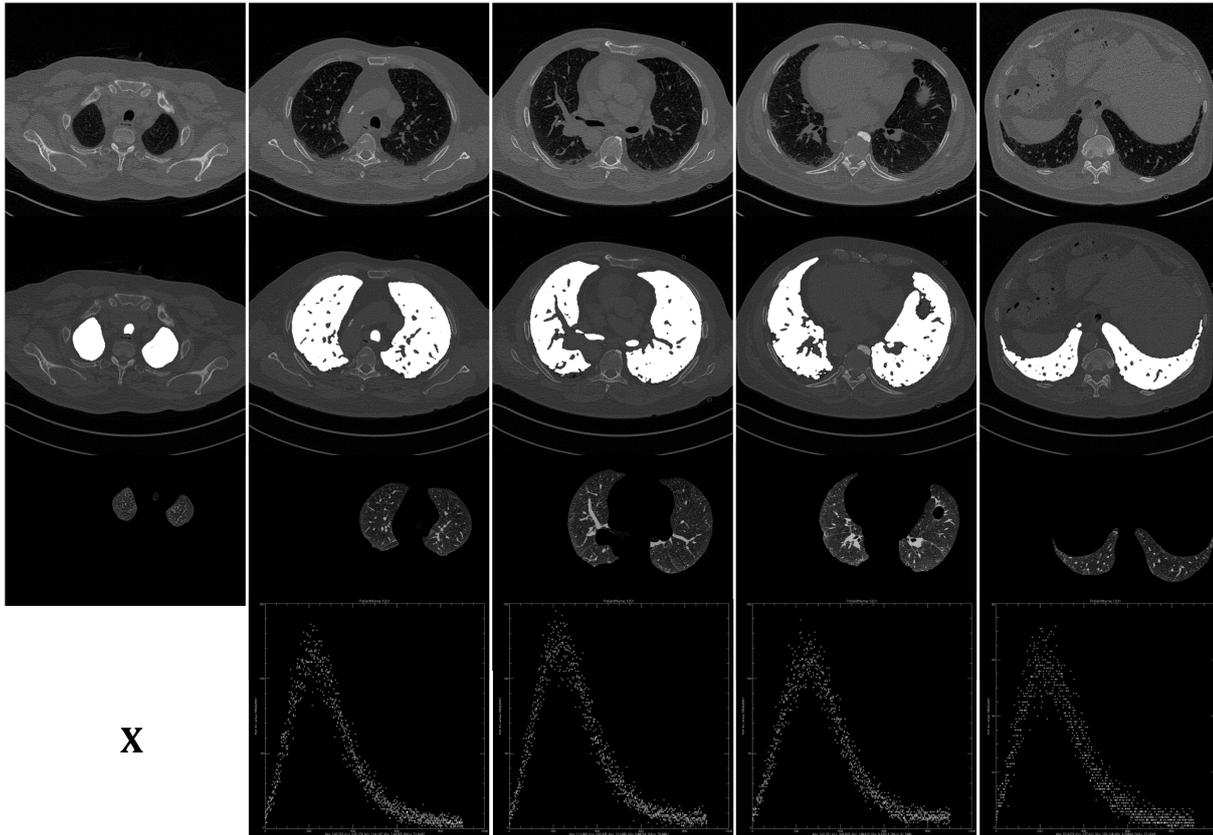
CT-Schnittbilder und dazugehörige Histogramme eines Patienten mit Lungenkarzinom
